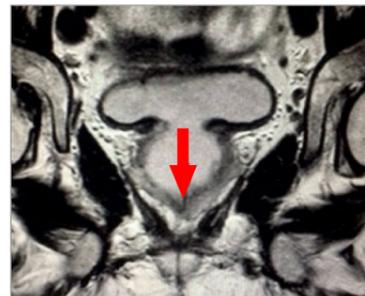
MRT der Prostata nach Holmium-Laser-Enukleation. In der koronaren Schicht ist die vollständige Entfernung des Adenomgewebes gut erkennbar. Der Colliculus seminalis (Pfeil) ragt in die ausgehöhlte Prostataloge.
